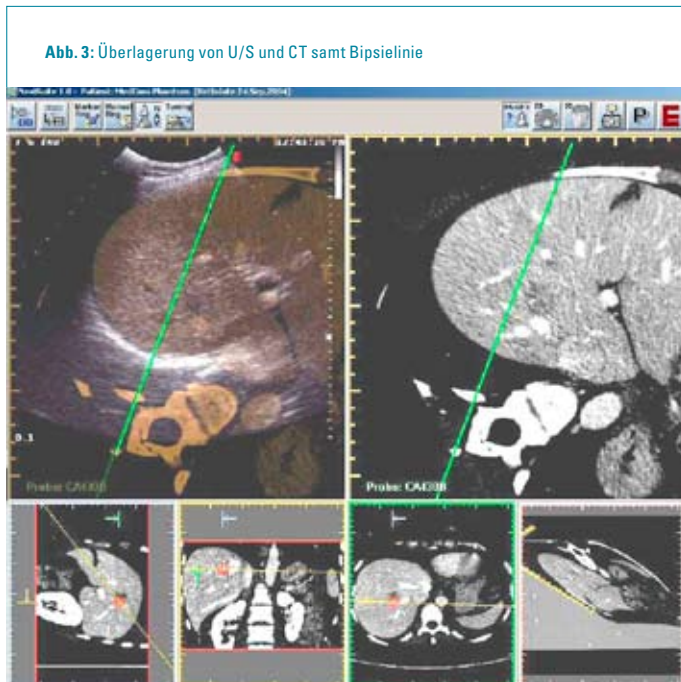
Überlagerung von U/S und CT samt Bipsielinie
